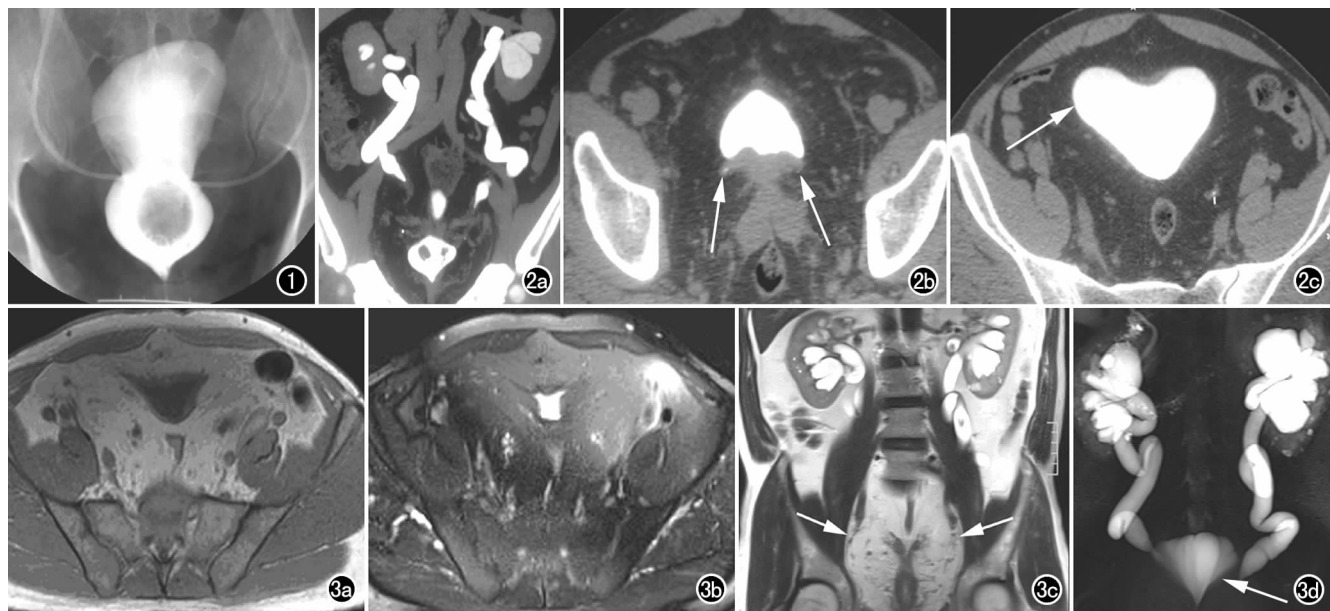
膀胱造影示膀胱变形, 呈“倒葫芦状”, 膀胱两侧密度减低。图 2 CT 增强扫描延迟期图像。a) 冠状面重组示双侧肾盂、肾盏扩张积液; 双侧输尿管迂曲、扩张, 下端呈鸟嘴样变窄; 膀胱变形、体积减小; b) 横轴面图像示输尿管下端明显变窄(箭); c) 横轴面图像示膀胱受压变形, 周围见脂肪密度影, 边界不清(箭)。图 3 MRI 检查。a) 横轴面 T₁WI 示膀胱变形、体积较小, 盆腔内脂肪沉积呈高信号; b) 横轴面 T₂WI 抑脂序列图像, 抑脂欠均匀, 可见盆腔脂肪和皮下脂肪均被抑制; c) 冠状面 T₂WI 示双侧输尿管扩张并下端鸟嘴样变窄, 膀胱变形, 盆腔内多量脂肪沉积(箭); d) MRU 示双侧肾盂、肾盏扩张积液; 双侧输尿管迂曲、扩张, 下端呈鸟嘴样变窄; 膀胱变形、体积减小(箭)。
